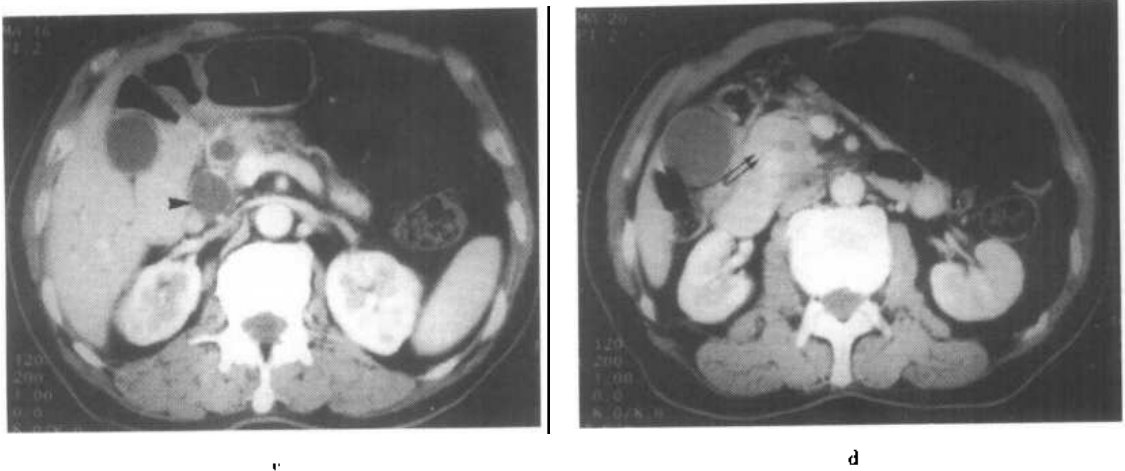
~d 胰头及钩突癌 CT 增强扫描
